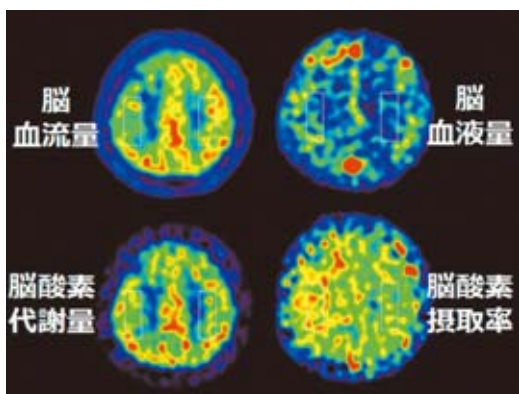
向かって左側の内頸動脈閉塞症の ^{15}O PETによる脳循環代謝画像
